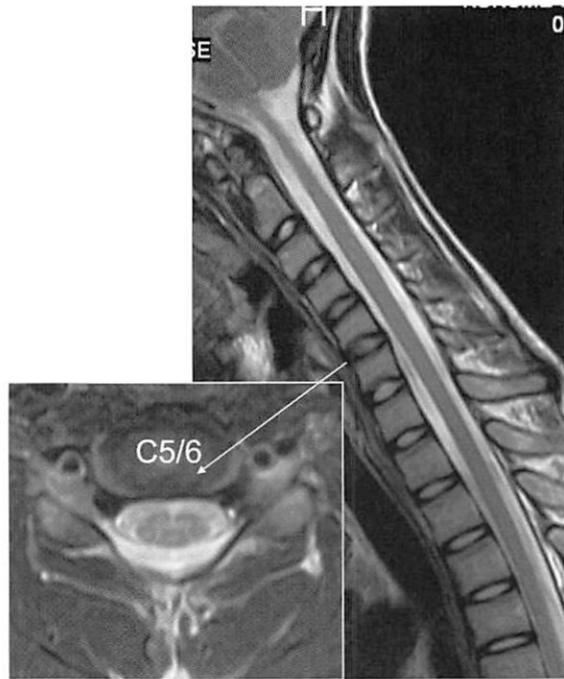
Flexion-MRI; T2WI sagittal image and axial image at C5/6
